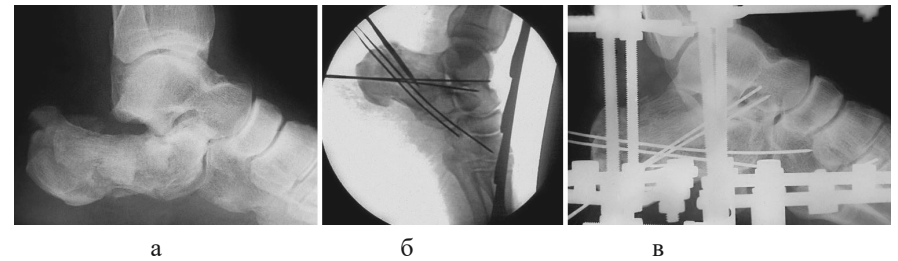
Фотовідбитки рентгенограм роздробленого перелому п'яткової кістки:
